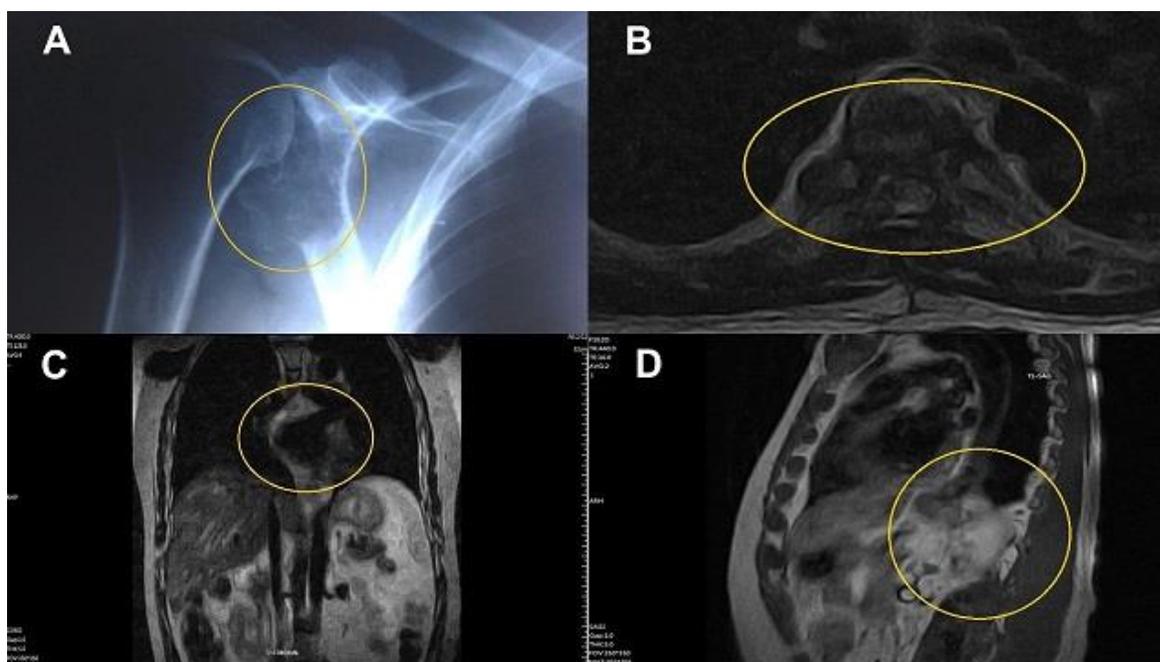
Estudios imagenológicos: A. Lesión osteolítica de hombro (SO), BCD vistas de RM, superior, anterior y lateral, respectivamente.
